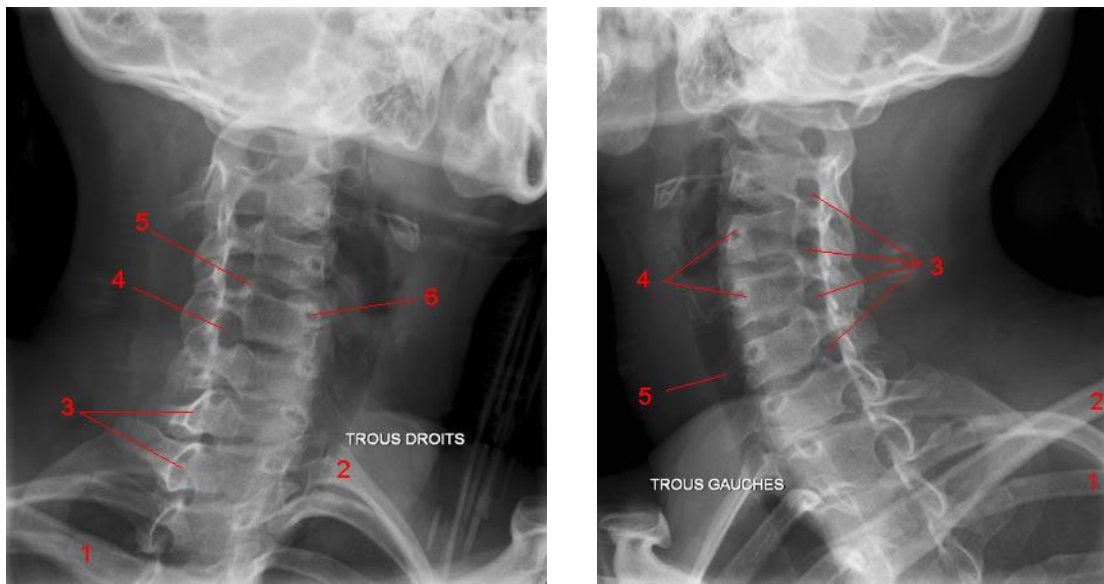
Radiographie du rachis cervical normal, cliché 3/4 (Trous droits).
